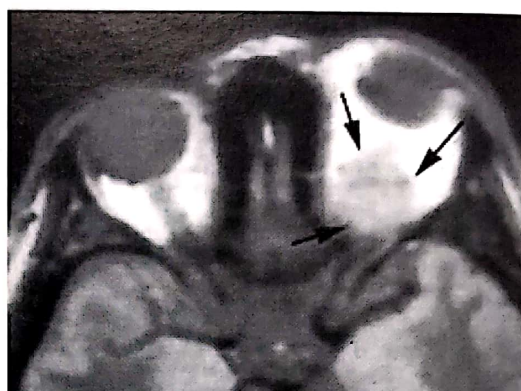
S.E., 56 ani. RMN axial T1 fără contrast. Meningiom primar de nerv optic stâng. Tumoră retrobulbară izodensă cu calcificări intratumorale.
